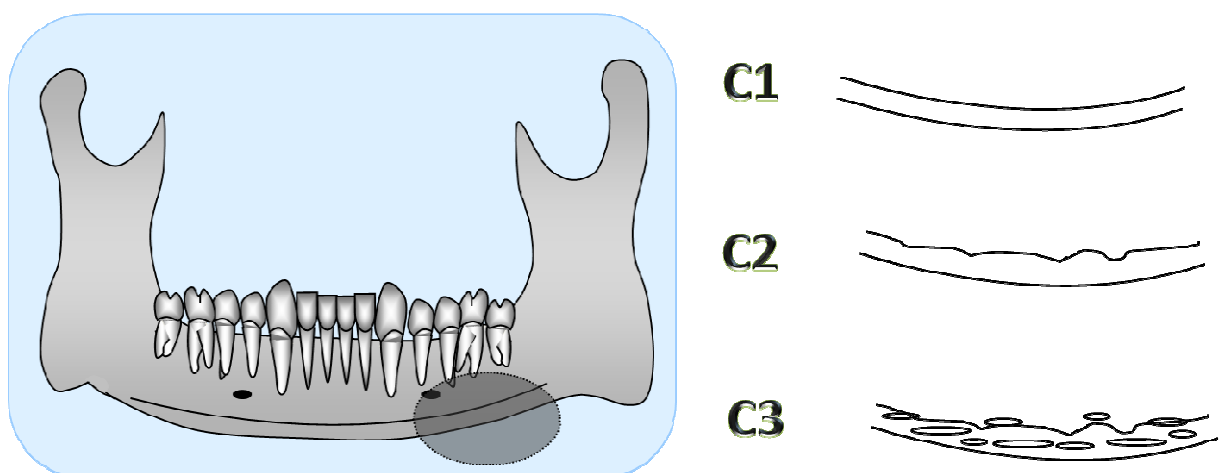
Índice cortical mandibular (C1 a C3) baseado nas mudanças do córtex da borda inferior da mandíbula observadas na radiografia panorâmica.
